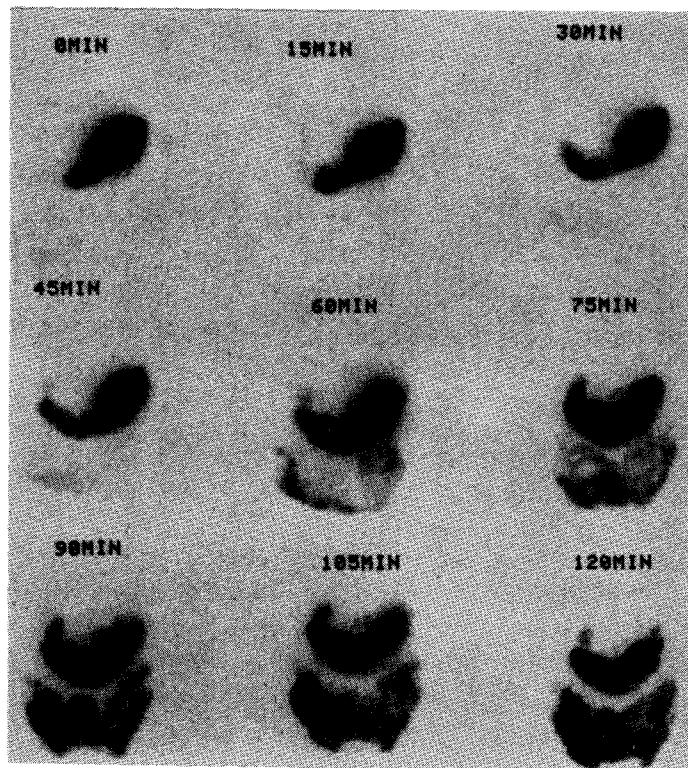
Serial gastric scintigram in normal subject.
